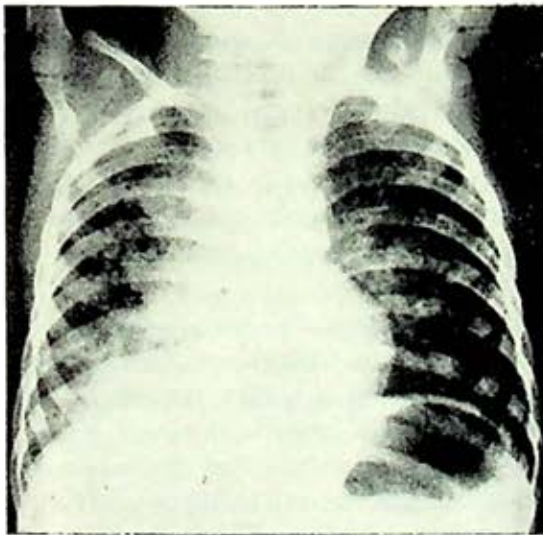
Radiografía de ingreso del 1er. caso con imagen de neumonía basal derecha, linfadenopatía hilar y micronódulos en ambos pulmones.
